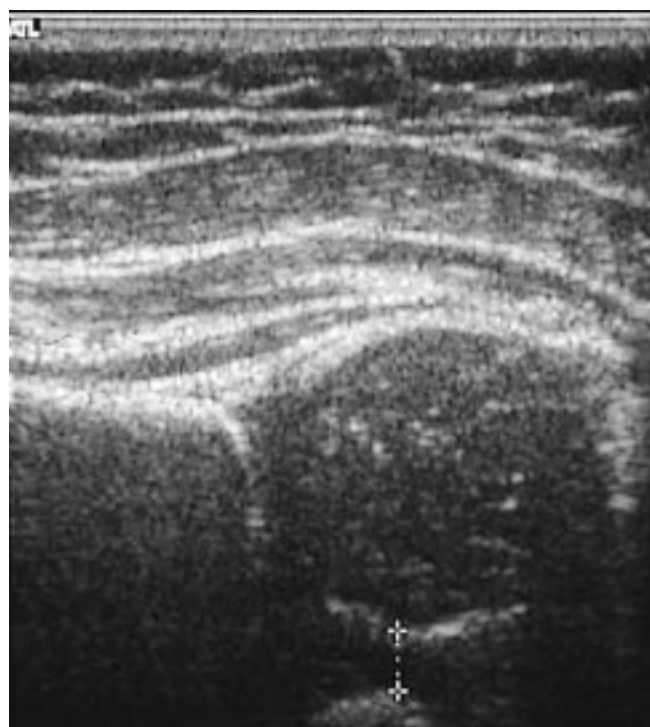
Échographie de hanche normale.
